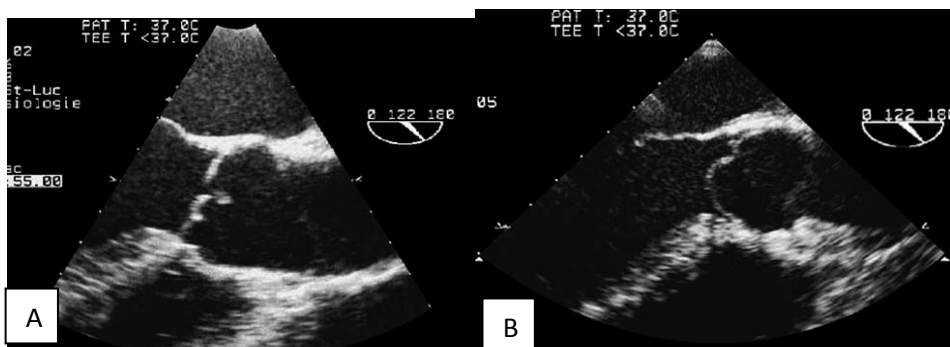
Чреспищеводная эхокардиография при частичном (А) и полном (В) ПАК (заимствовано из AllenM.N., 1999) [501]
